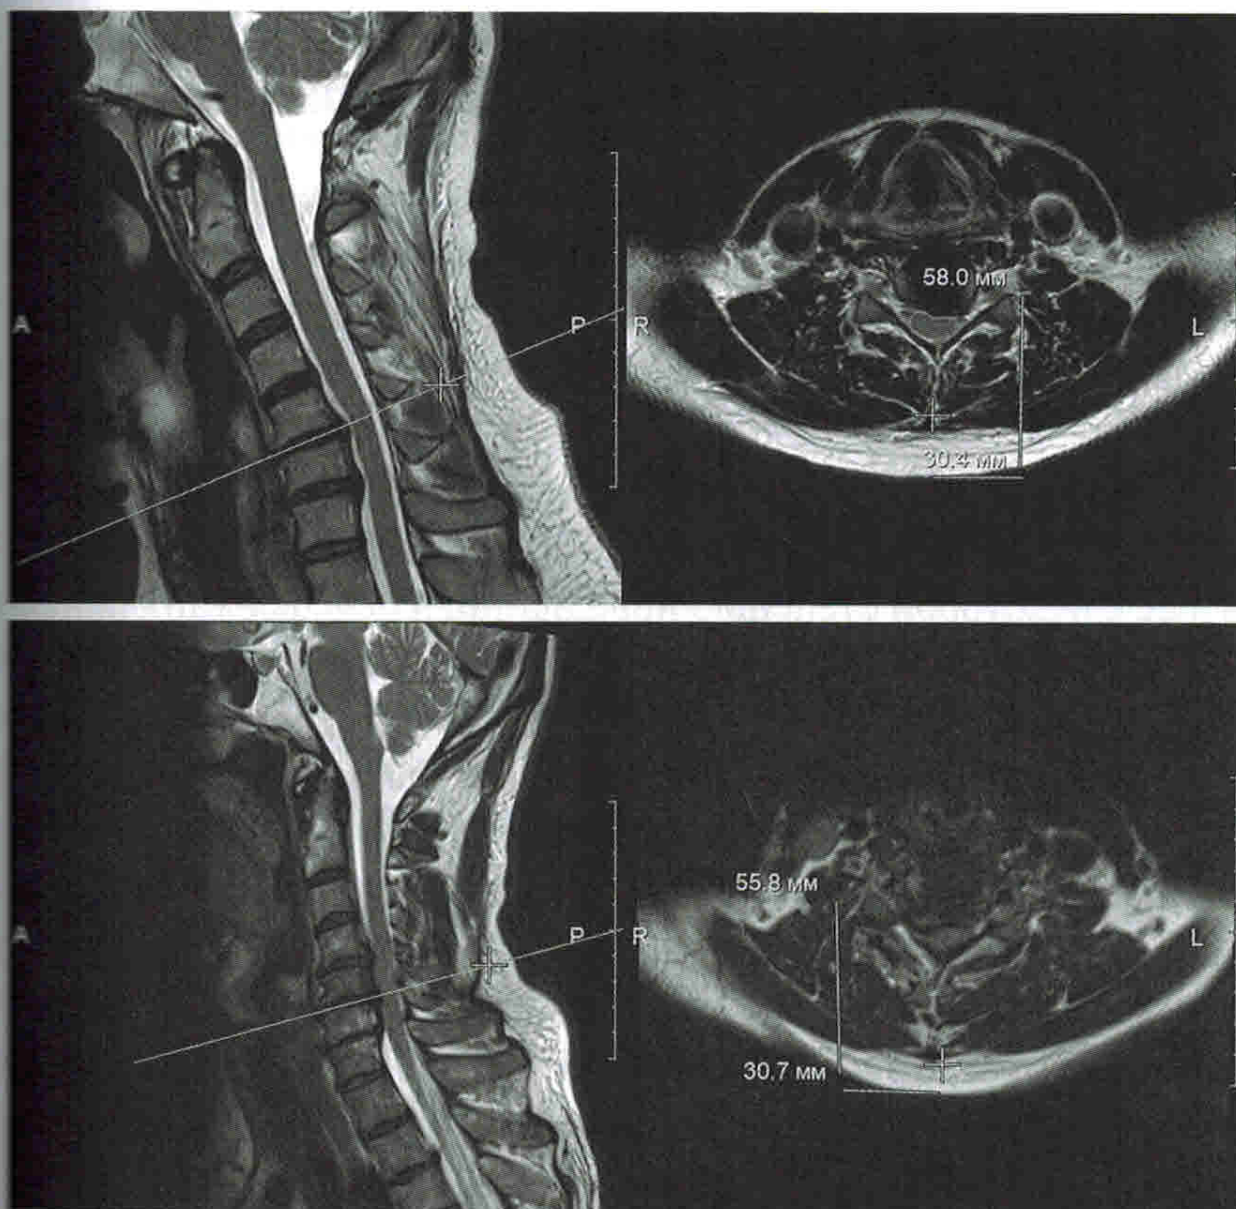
Планирование проведения корешковой ЛИТ по данным МРТ (Т2-взвешенные изображения на сагиттальных и аксиальных срезах), глубина залегания спинномозгового нерва на шейном уровне на примере C_6 слева и справа у пациентов 41 года [сверху] и 56 лет [снизу] с наличием грыжи межпозвонкового диска C_5-C_6).
